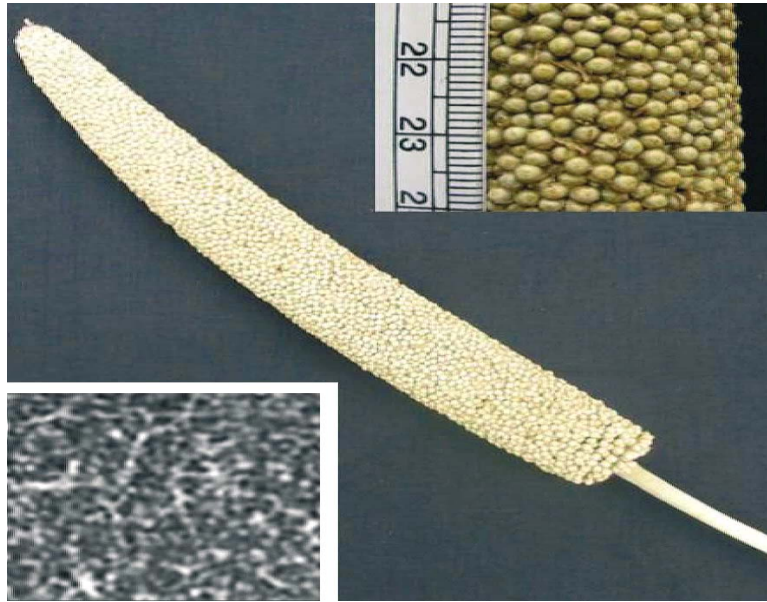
Taille approximative des lésions miliaires sur la tomographie à haute résolution de numérisation calculée de la poitrine (en médaillon, en bas à gauche) comparée à des graines de mil (en médaillon, en haut à droite, de diamètre moyen <2 mm). [64].
